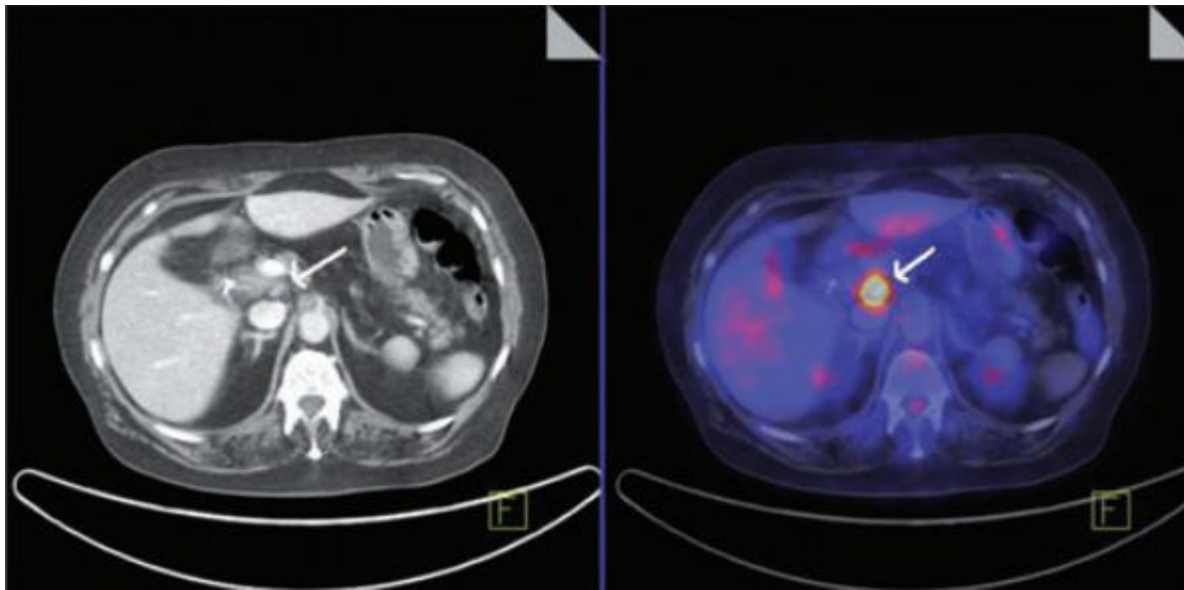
Un exemple de PET scanner qui a montré des signes de maladie résiduelle localisée (flèche) chez un patient qui a été diagnostiqué avec un carcinome incident de la vésicule biliaire après une cholécystectomie [99].
